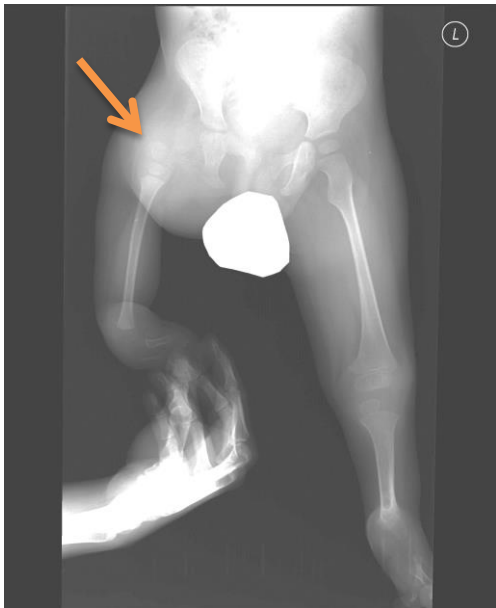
RTG pánve s kyčlemi, AP projekce. S odstupem čtyř let je hlavice v pravém acetabulu již patrná i na RTG snímku (šipka)
